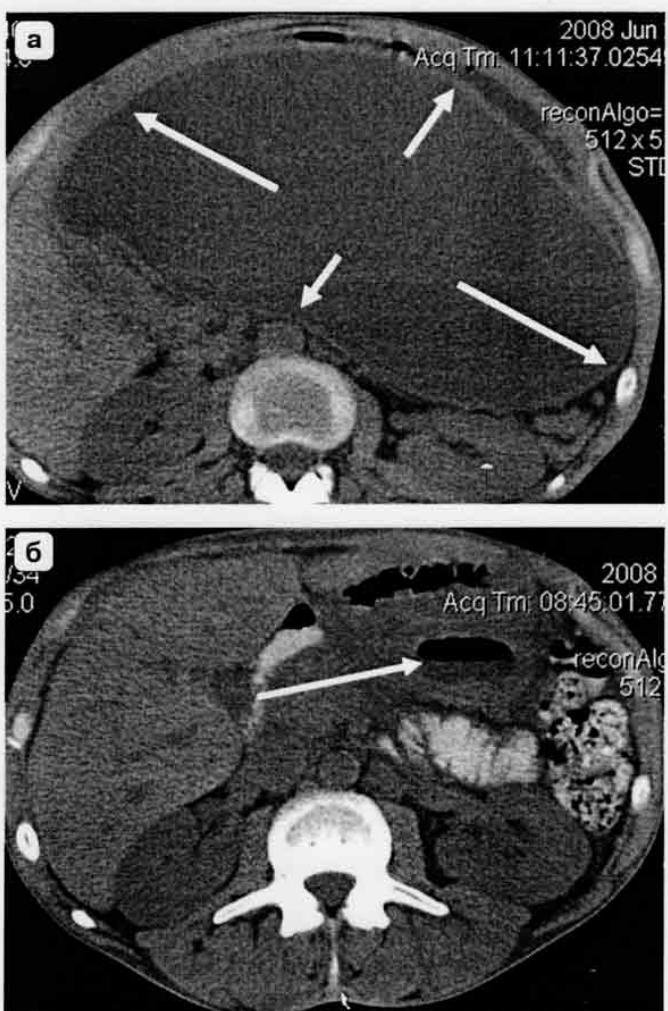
Компьютерная томограмма. Гигантская псевдокиста ПЖ. а – до эндоскопического вмешательства (стрелки), б – 2 нед после ЭЦДА + st + цистоназального дренирования. Позади желудка определяется кистозное образование размером 5 см с уровнем жидкости (стрелка).
